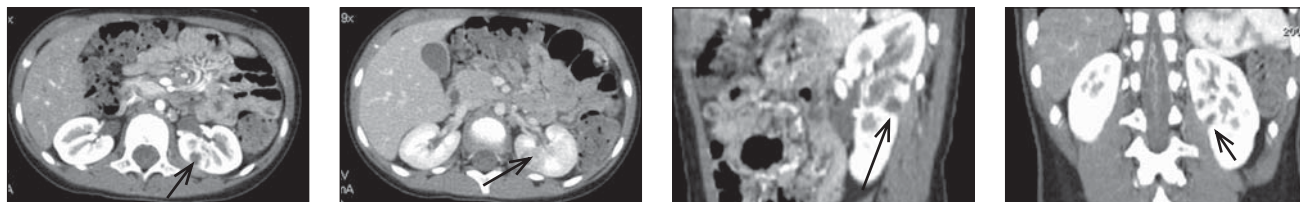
Пациент № 9. Компьютерная томография (КТ) девочки Ф. в возрасте 8 лет, поступившей на 2-е сут болезни
